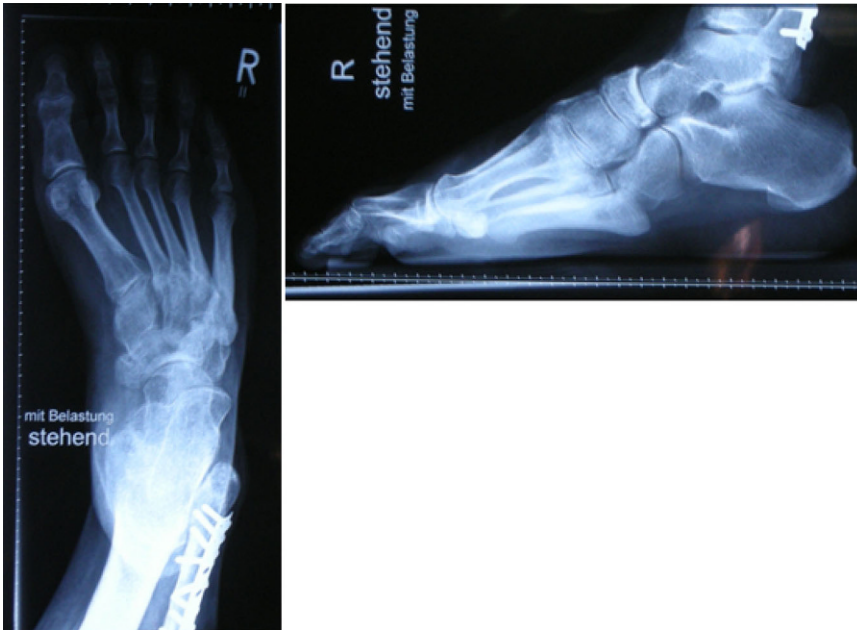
▲ Röntgenuntersuchung des Fußes in 2 Ebenen: Deutlich sind die Komponenten Equinus, Cavus, Varus und Krallenzehen zu erkennen. (Aus [10])
